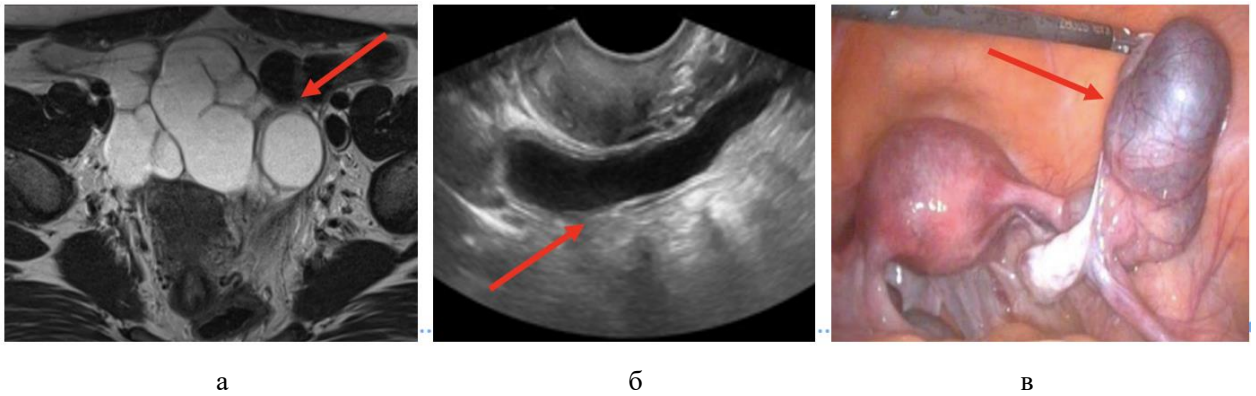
Пациентка Е., 33 года. Правосторонний гидросальпинкс: а – МРТ (T2-ВИ аксиальная плоскость), б – УЗИ, в – лапароскопия
